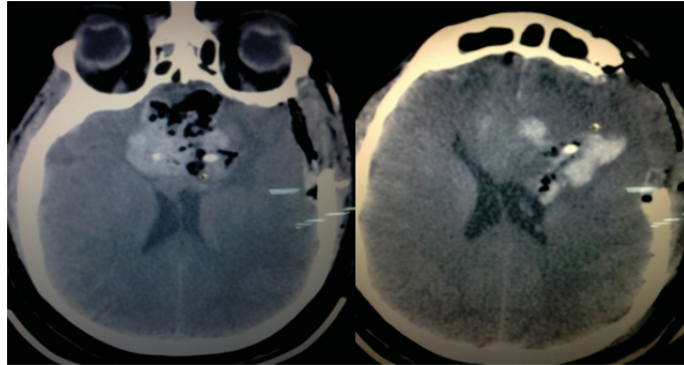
КТ головного мозга после второй ревизии. Отмечается уменьшение геморрагического компонента.
